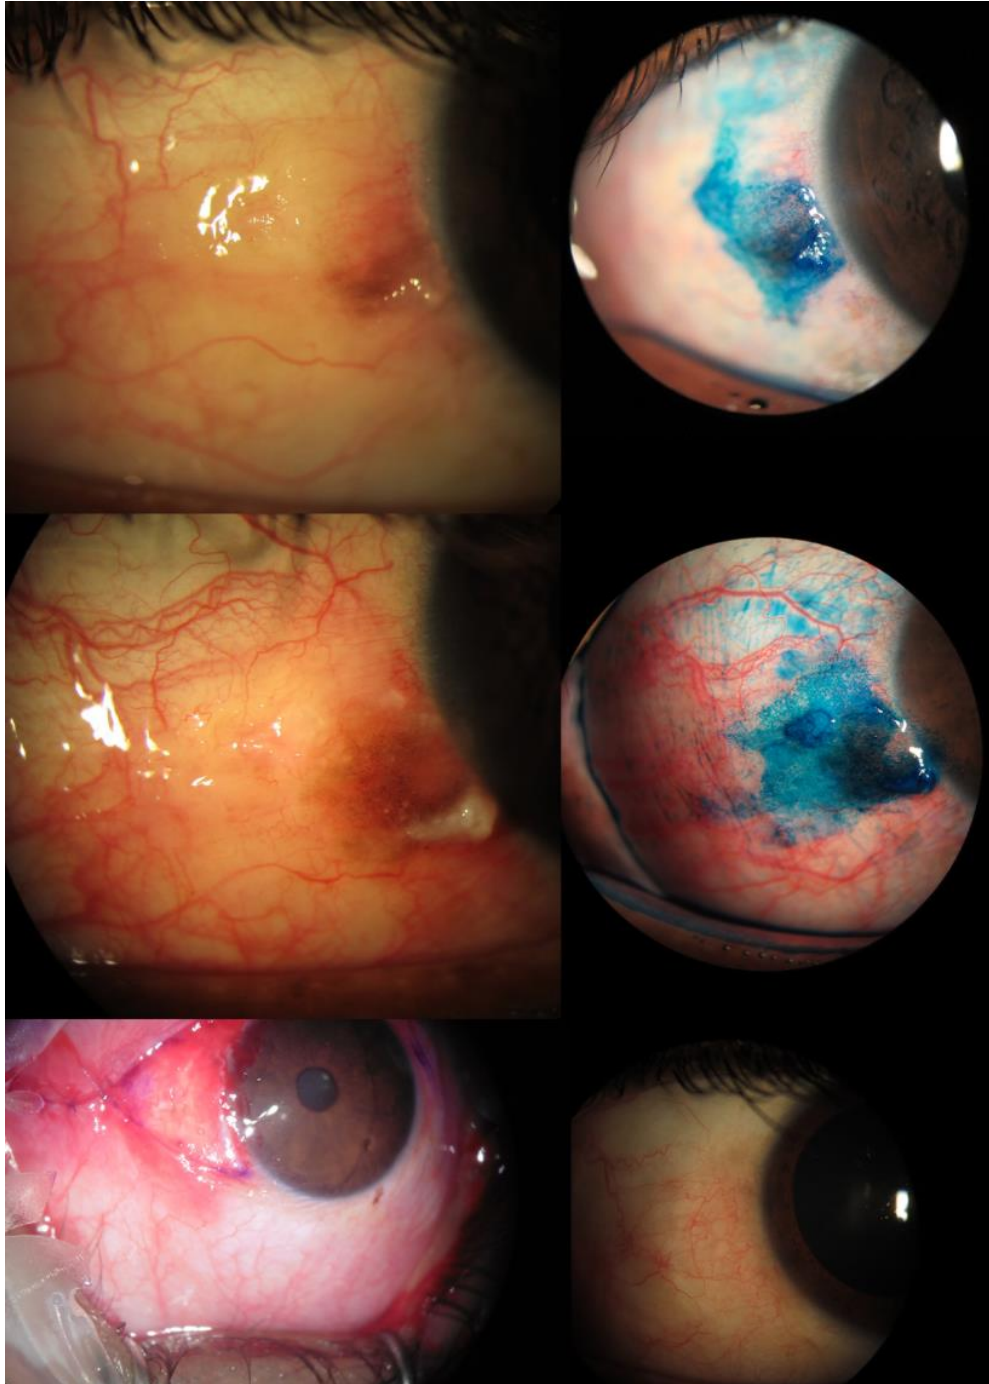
CAMBIOS EN TINCIÓN Y ASPECTO EN DOS MESES DE OBSERVACIÓN EN PACIENTE DE 30 AÑOS, RAZA NEGRA, DE UN CARCINOMA IN SITU QUE FUE EXTRIPADO CON BORDES LIBRES Y RECONSTITUIDO CON AUTOINJERTO CONJUNTIVAL.
